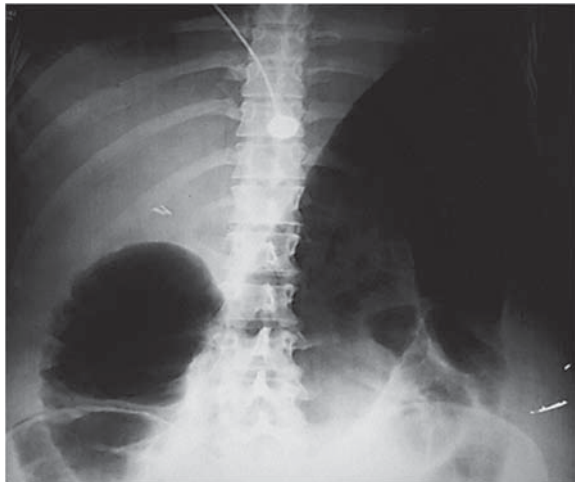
Radiografía simple de abdomen. Se observa dilatación colónica mayor de 7 cm compatible con megacolon tóxico.
